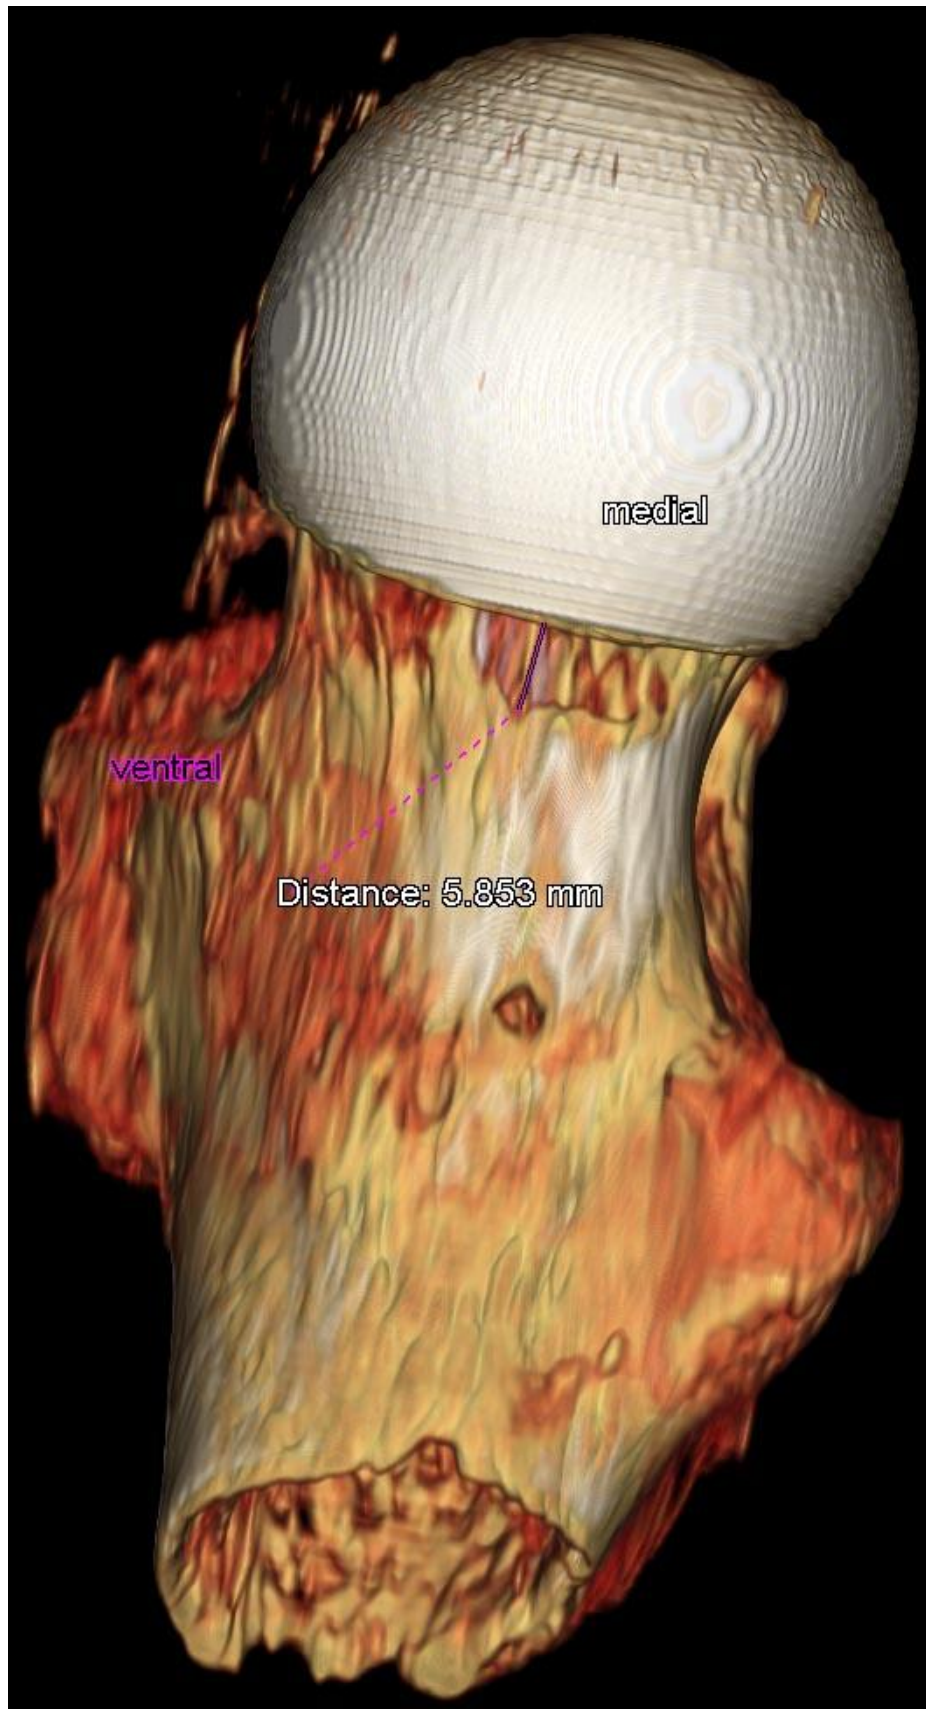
Versuchsnummer: 7; CT Schnittbild, Coronarebene; Messung Notching
